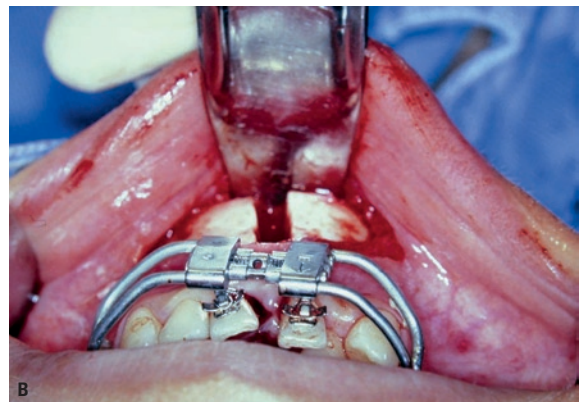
A) Osteotomia da sínfise. B) Ativação para completa fratura óssea. C) Radiografia oclusal mandibular pré-cirúrgica. D) Radiografia oclusal mandibular pós-cirúrgica. E) Radiografia oclusal da mandíbula pós-ativação.
